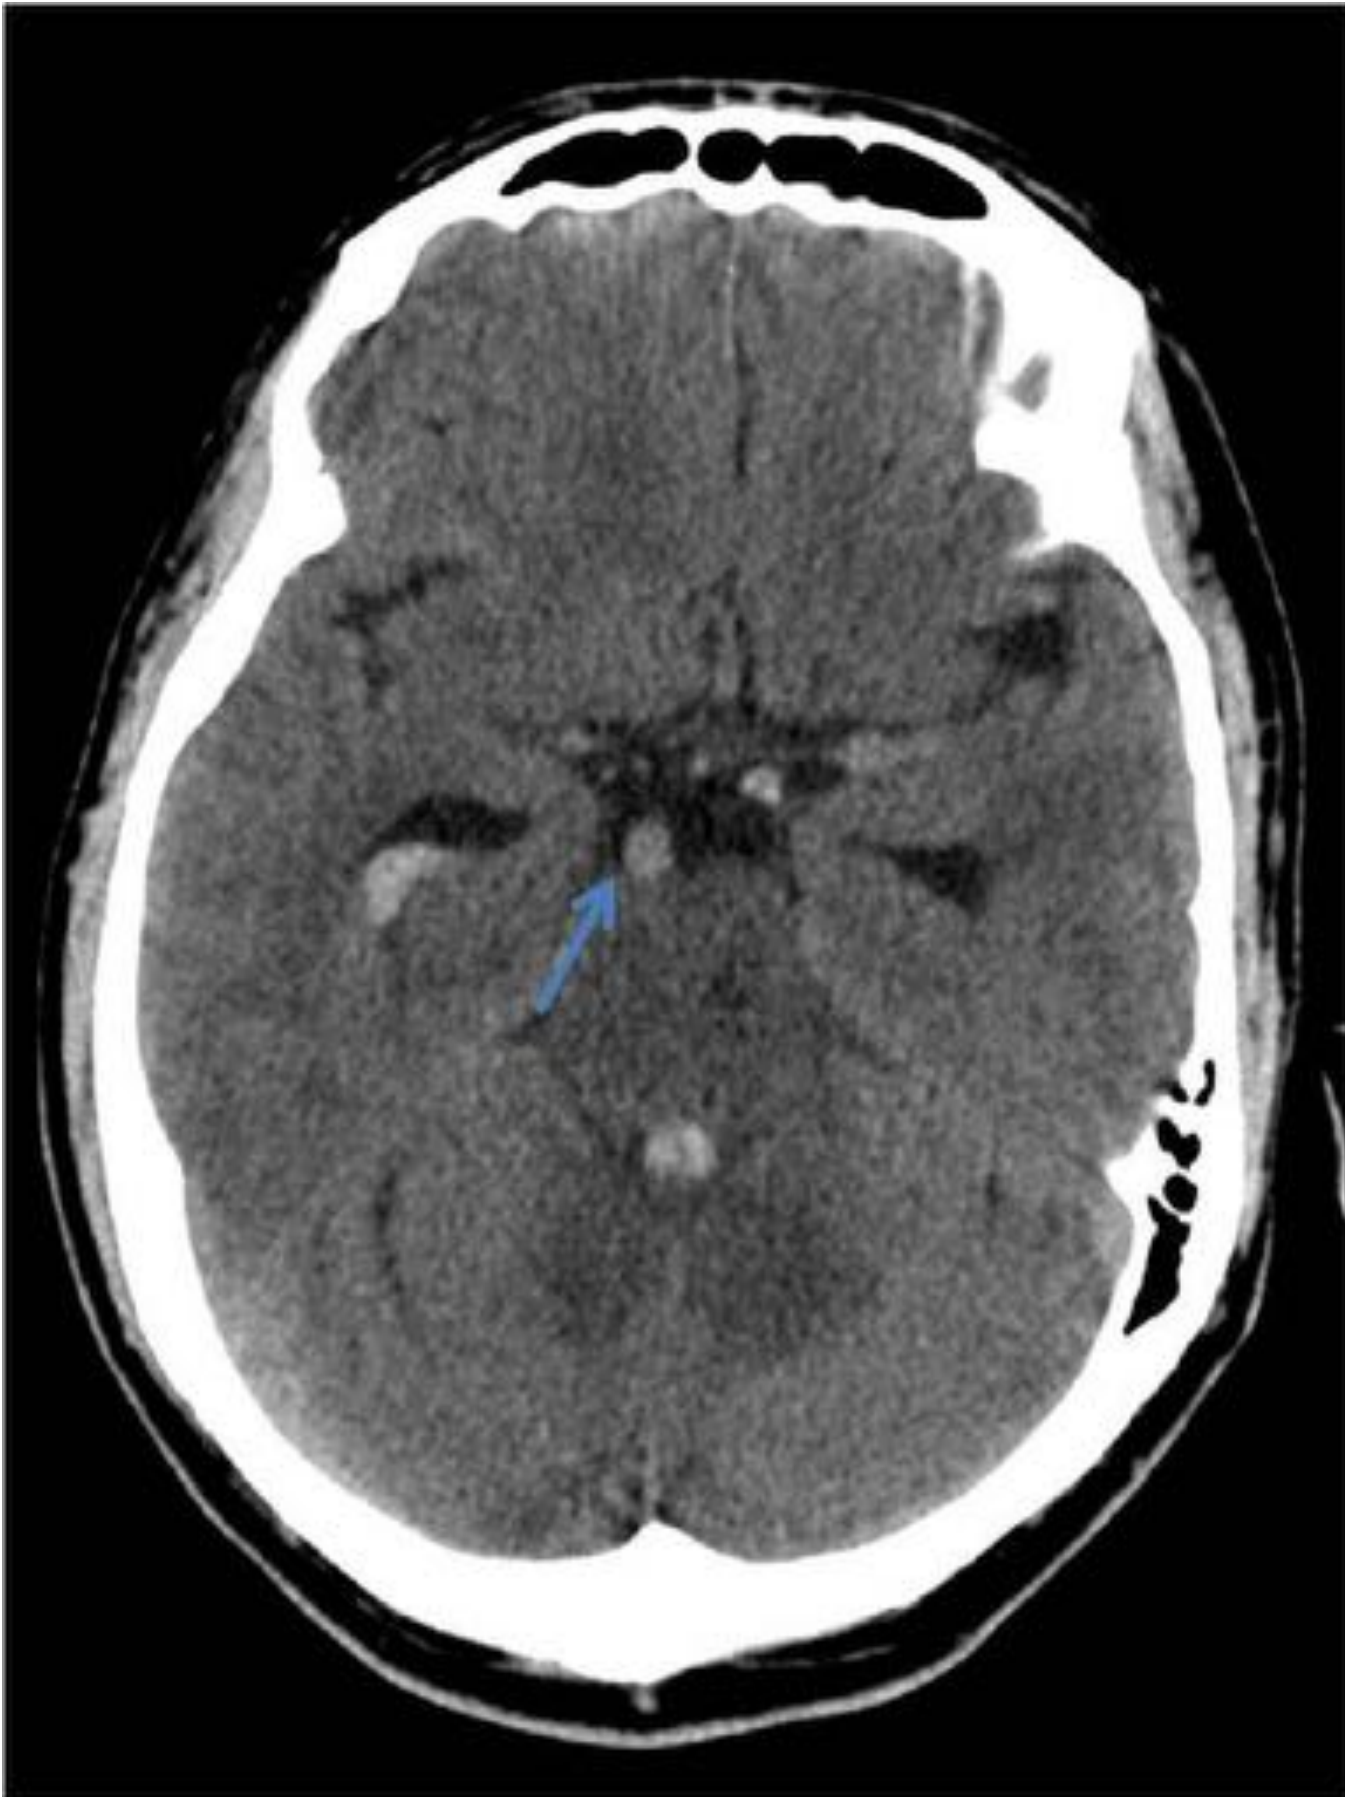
Varón de 47 años que acude a urgencias por cefaleas, vómitos. Se le realiza TC craneal sin CIV. Se visualiza arteria basilar dilatada en su top, dando una falsa imagen de aneurisma (flecha). Hemorragia en cuarto ventrículo y en asta temporal derecha.
